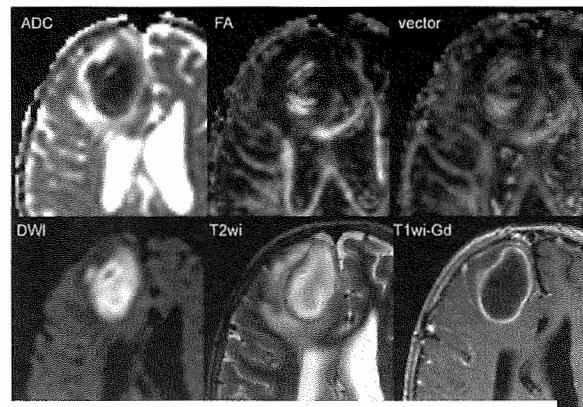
先天性心疾患の寄与を有する6歳女児。頭部 MRI にて右前頭葉の囊胞性病変が観察される。囊胞内腔が拡散強調画像で高信号を呈するのが膿瘍の最も大きな画像的特徴である。
